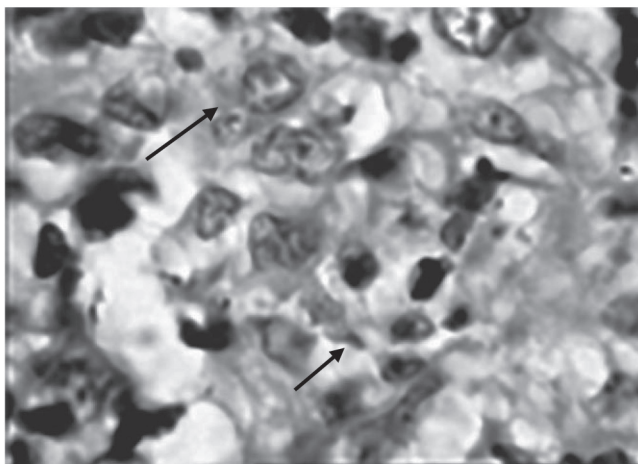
Detección del Antígeno 85 en el nervio cutáneo en una lesión cutánea de un paciente BT con T1R al inicio.
